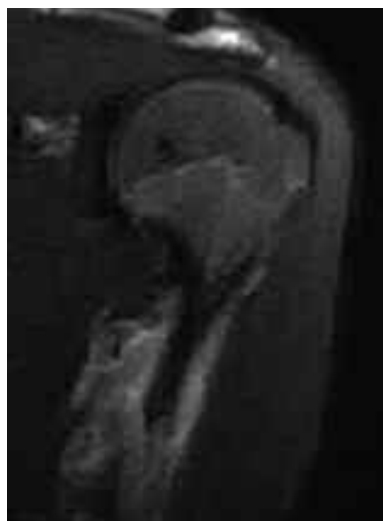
RM coronal STIR del hombro con edema de los tejidos blandos, en relación con el osteocondroma visualizado en la radiografía.
